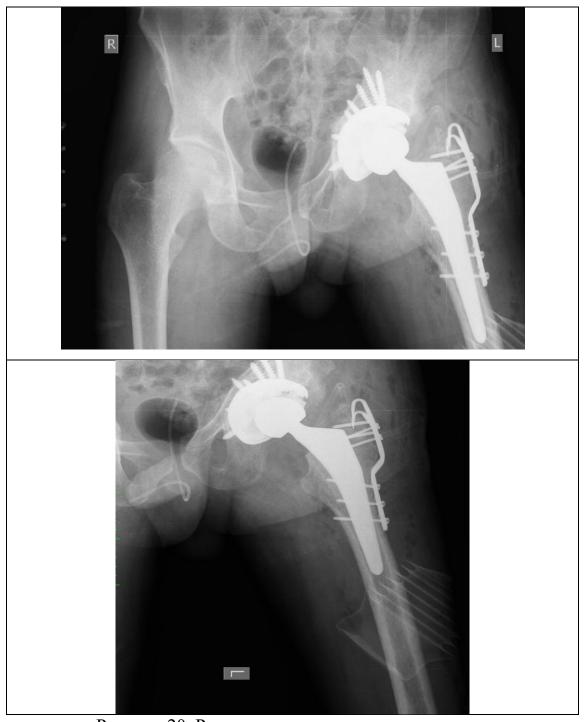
Рентгенограммы пациента после операции
